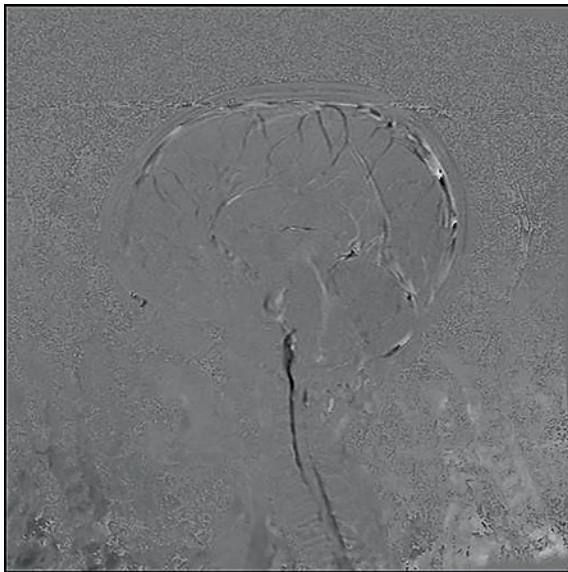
Режим фазоконтрастной МРТ
